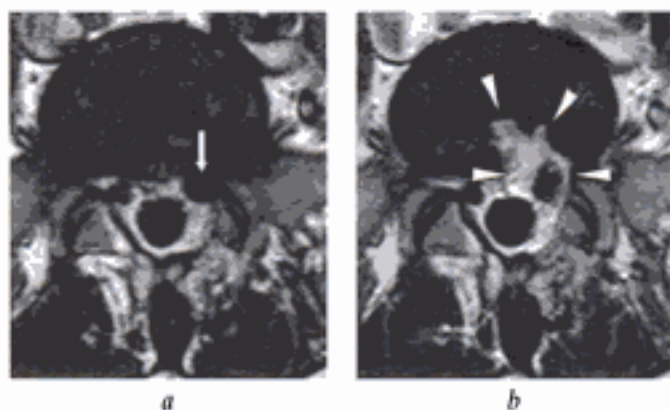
Cicatrice épidurale rétractile et cicatrice discale. IRM en coupes transversales pondérées T1 a) avant et b) après injection IV de gadolinium : images de volumineuse racine S1 droite avant injection (flèche en a) et démonstration après injection de la présence de matériel cicatriciel abondant entourant la racine, l'attirant au contact du disque, où l'on note la cicatrice de curetage discale (têtes de flèche en b).
